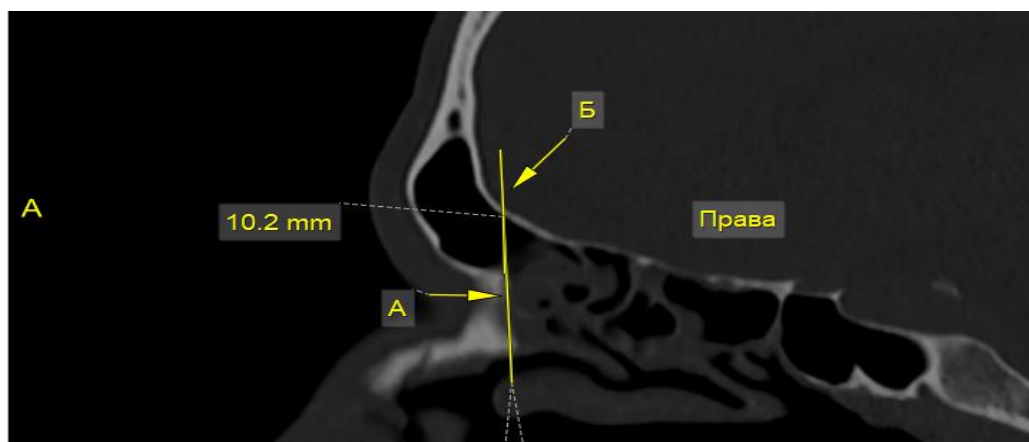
НЛС правої лобової пазухи з нейтральною оцінкою та широким діаметром (Комп'ютерна томограма чоловіка 42 р.).
